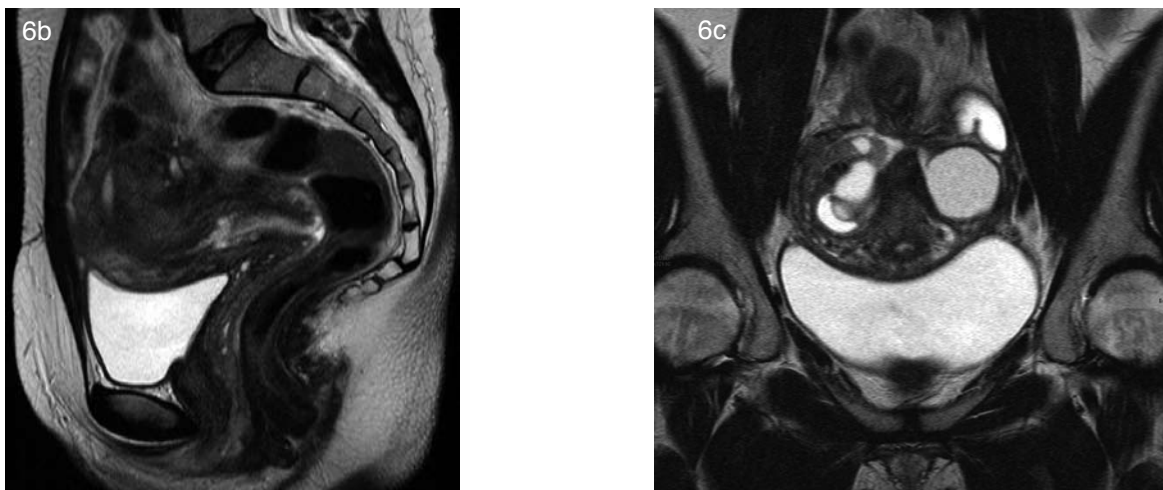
Corte parasagital derecho de RM en secuencia T2 TSE de paciente con endometriosis. Se observa una masa hipointensa excéntrica con una imagen hiperintensa en su centro, que compromete colon sigmoides compatible con implante endometriósico.
